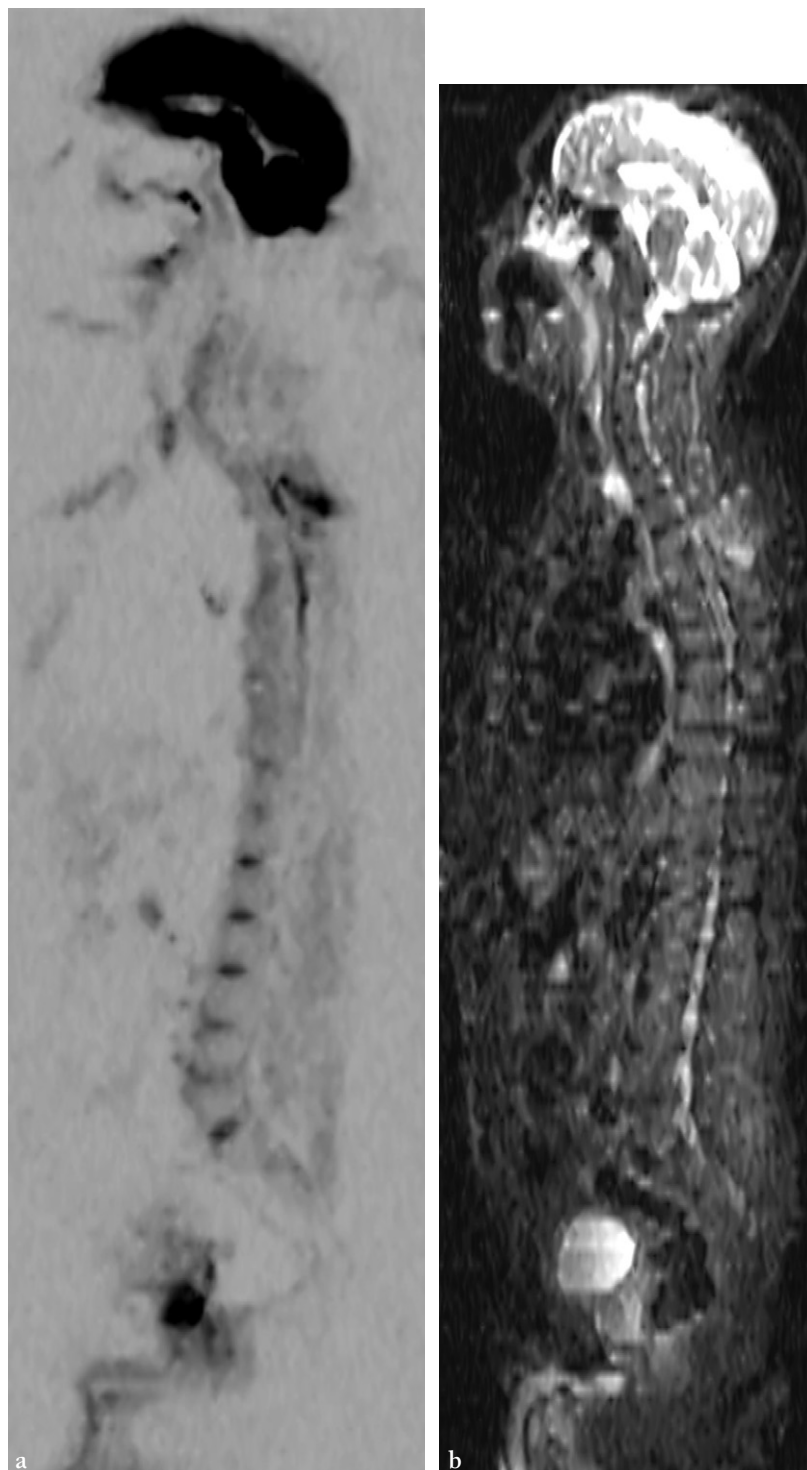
Monsieur B, âgé de 72 ans, est hospitalisé pour exploration d'une masse lobaire inférieure gauche. Une IRM de diffusion corps entier a été demandée pour un bilan d'extension locorégionale et à distance.
